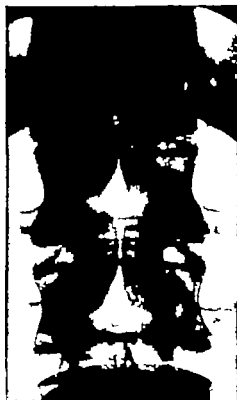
(Röntgenaufnahme des Obergesamtes der Brustwirbelsäule zur Lendenwirbelsäule eines jugendlichen Mannes.) Fugen in der Pfeilspitzebene der Wirbelbögen des 11. und 12. Brustwirbels und des 1. Lendenwirbels.
